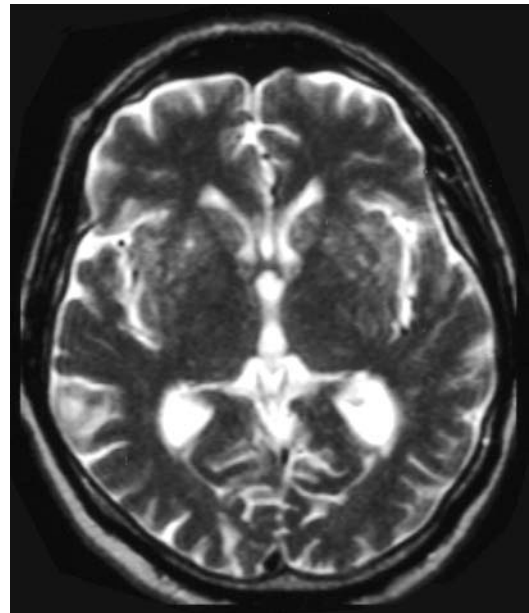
MRT II Patient F IV:1
